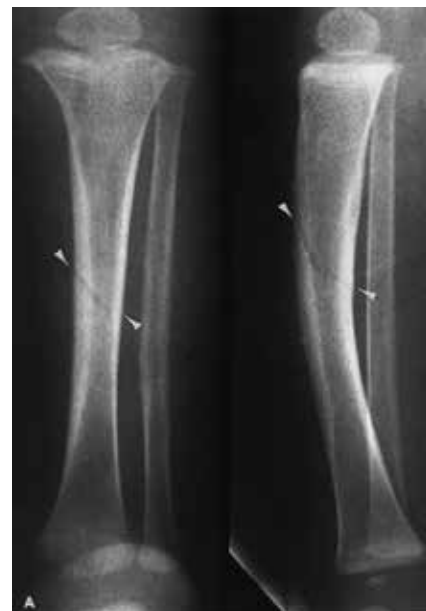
Radiografía de pierna AP. Toddler's fracture.
